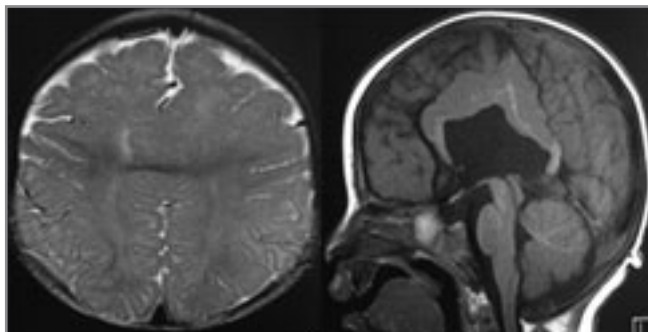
МР-томограми головного мозку у випадку голопрозенцефалії «міжпівкульно-серединної лінії»
